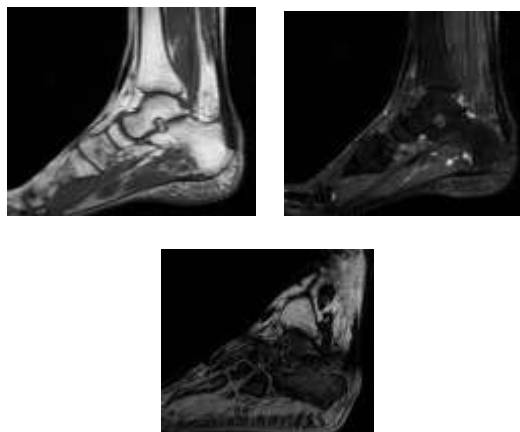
Hasil Citra MRI *ankle joint* dengan indikasi CLAI (a) Sagittal T1 FSE, (b) Sagittal FSE STIR, (c) Oblique 3D FSPGR
